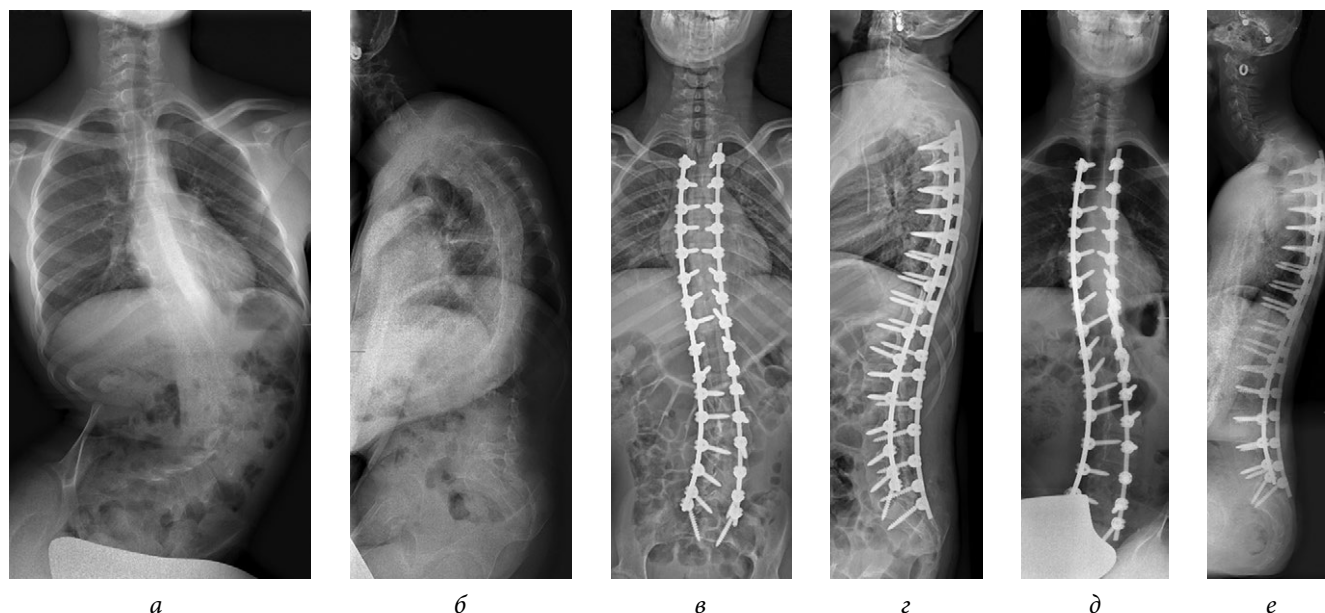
Рентгенограммы, выполненные до операции (а, б), сразу после операции (в, г) и последний раз после операции (д, е) в заднепередней и боковой проекциях
